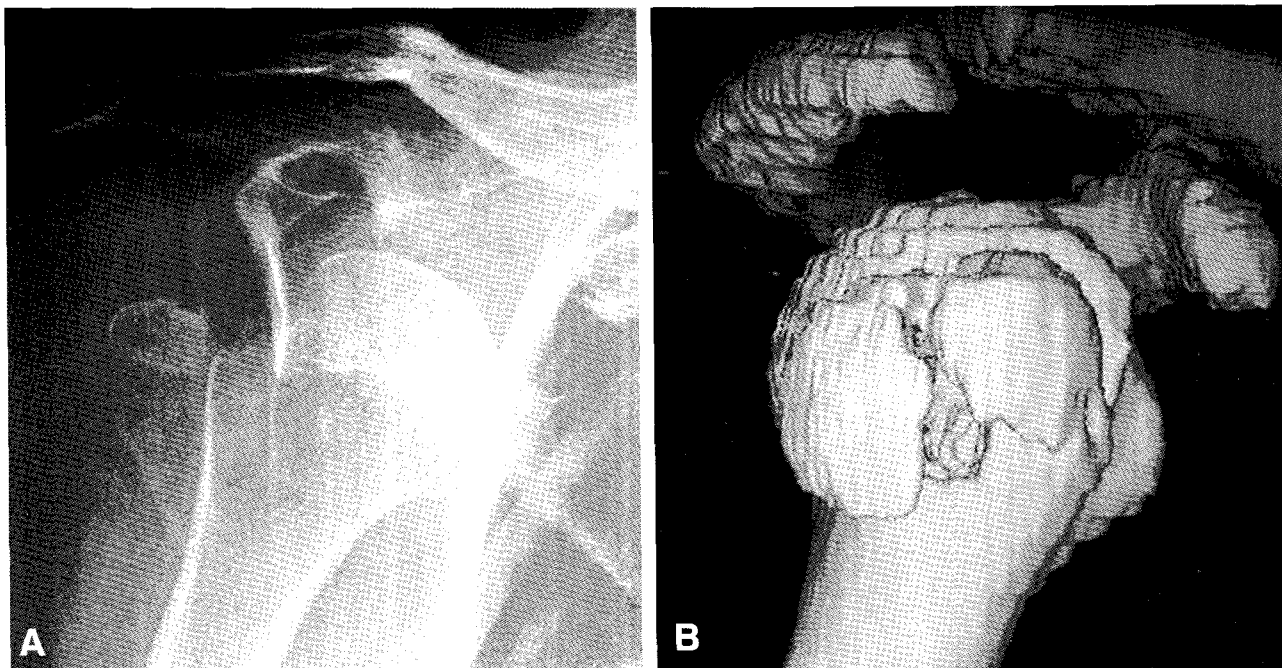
(A) Simple radiological examination showed displaced greater tuberosity fracture and dislocation of the shoulder joint and (B) Computed Tomography shows completely displaced and comminuted fracture fragments of the greater tuberosity.
